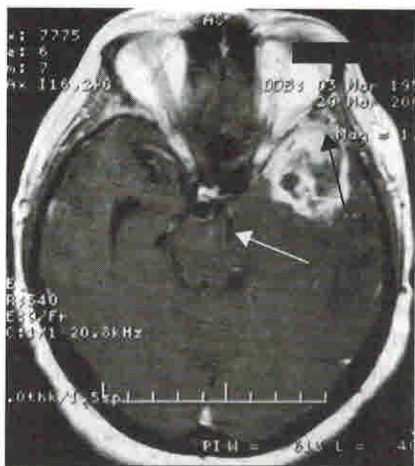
МРТ. Нижнее транстенториальное вклинение крючка и парагиппокампа (белая стрелка) на фоне глиобластомы полюса левой височной доли (черная стрелка)
